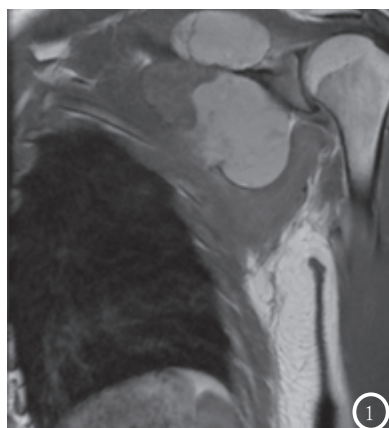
MRI表现为左侧肩胛骨一大小约15.1×13.9×10.6cm囊实性肿块影。图2 肿瘤组织由大量多核的破骨细胞样巨细胞和单核间质细胞构成。
